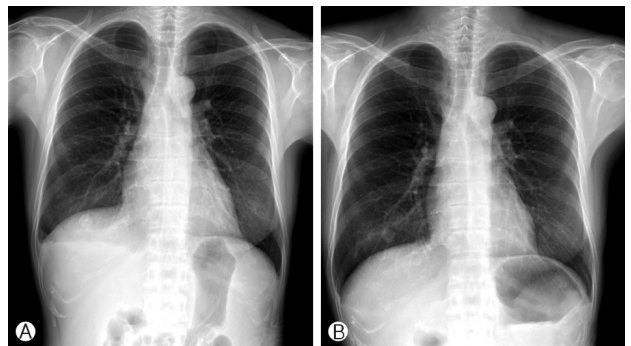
Serial post-treatment chest x-ray findings. (A) Decreased air-fluid level in the right hemithorax after one month of hormonal therapy. (B) Chest x-ray finding three months after treatment. No evidence of recurrence of right hydropneumothorax.
